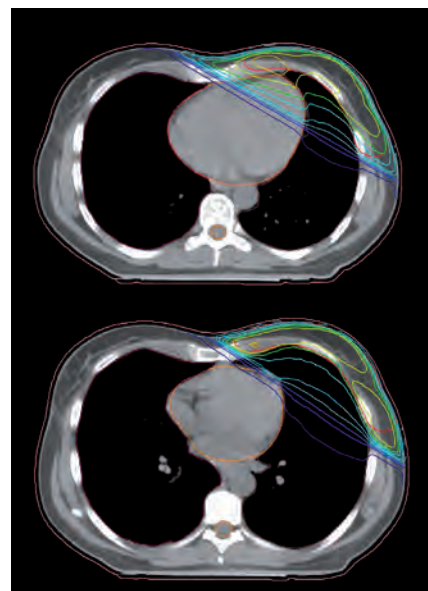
Darstellung von repräsentativen CT-Schnitten zweier Bestrahlungspläne derselben Patientin ohne (obere Aufnahme) und mit atemgesteuerter Bestrahlung. Die farbigen Linien markieren Areale mit gleicher Dosisbelastung (sog. Isodosen). Im gewählten Beispiel konnte die mittlere Herzdosis von 5,3 Gy auf 1,3 Gy reduziert werden.
